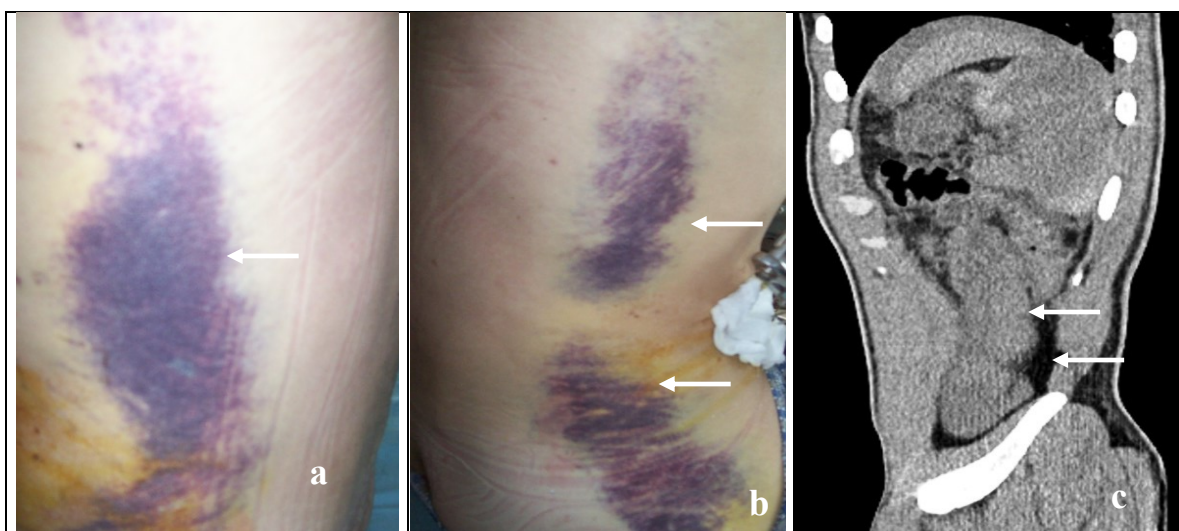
Foto bolnavului G. cu fractura bazinului: a,b- sufuziuni în regiunile laterale ale abdomenului și bazinului stâng, drept; c-TC sagitală cu hematom al mușchilor spinali.
